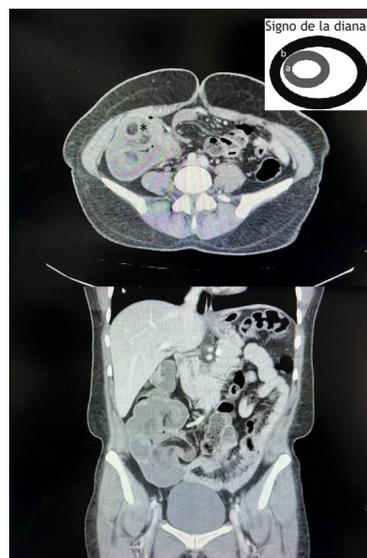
Tomografía abdomino-pélvica con contraste. Zona de intususcepción (indica imagen clásica de diana): a: íleon; b: colon.
